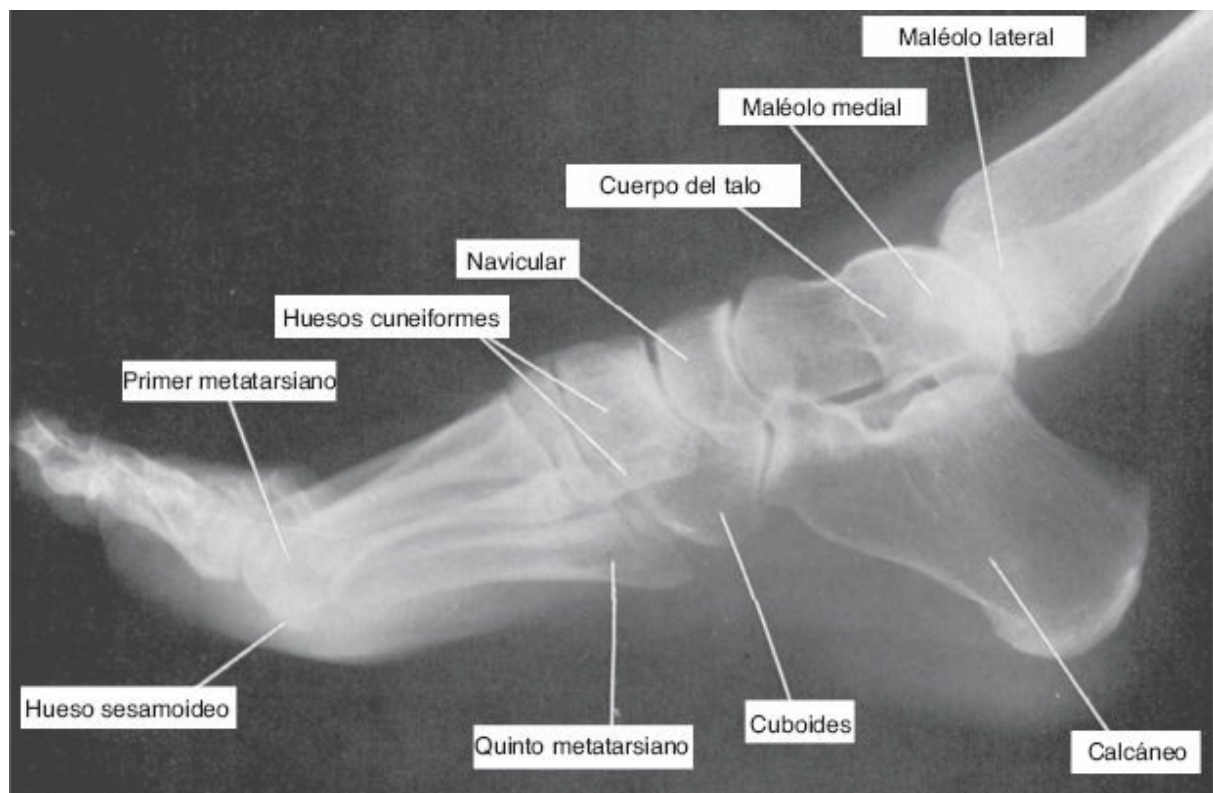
Radiografía lateral del tobillo adulto.
